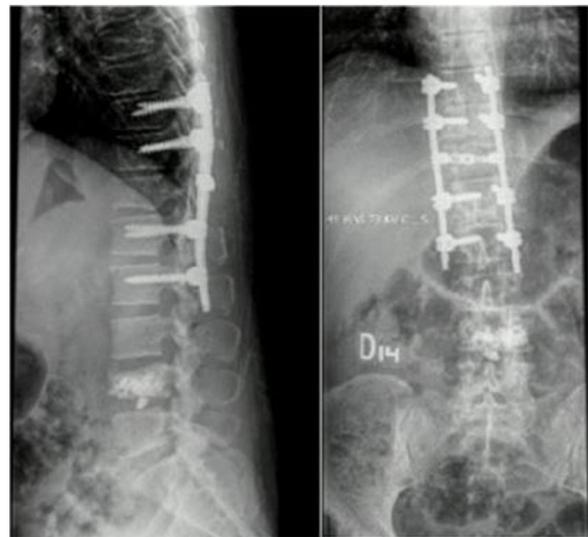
Radiografías postquirúrgicas, con instrumentación en T10-L1 y vertebroplastia en L4.
